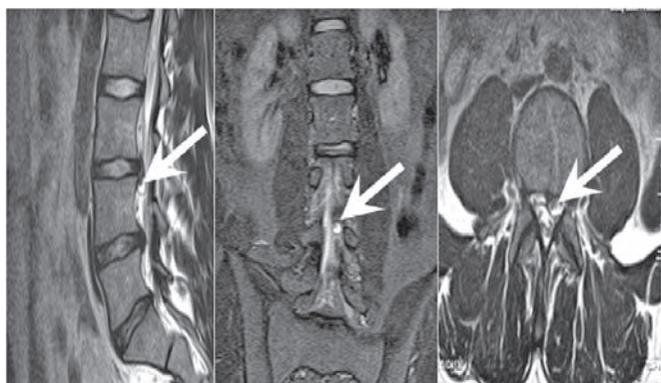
Сагиттальный (1), фронтальный (2) и аксиальный (3) срезы МРТ в Т2 режиме, стрелкой показана дисковая киста.
